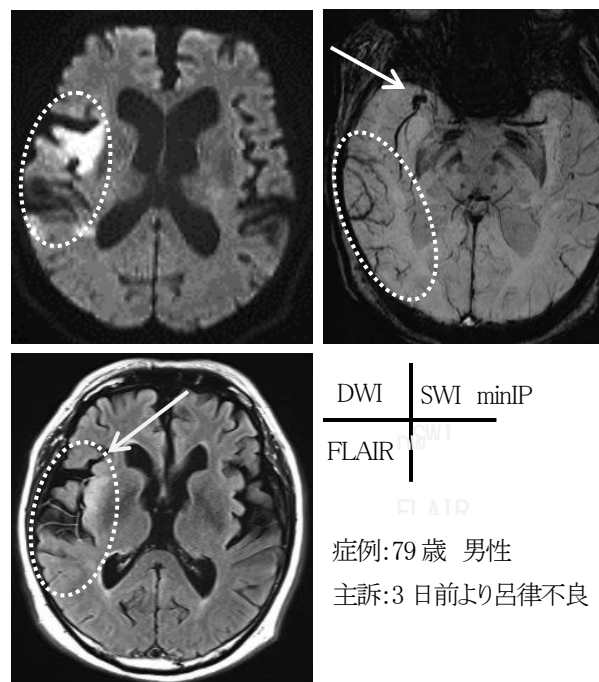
FLAIR 画像、SWI が有用であった症例
